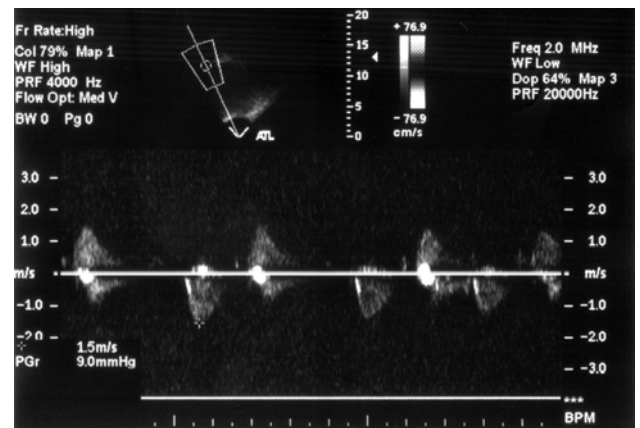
Curva de Doppler contínuo do fluxo aórtico mostrando velocidade de pico sistólico de 1,5 m/s, não havendo gradiente significativo entre o ventrículo esquerdo e a aorta
